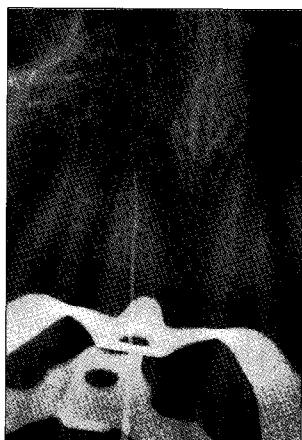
Periapical radiograph after 12 months.
